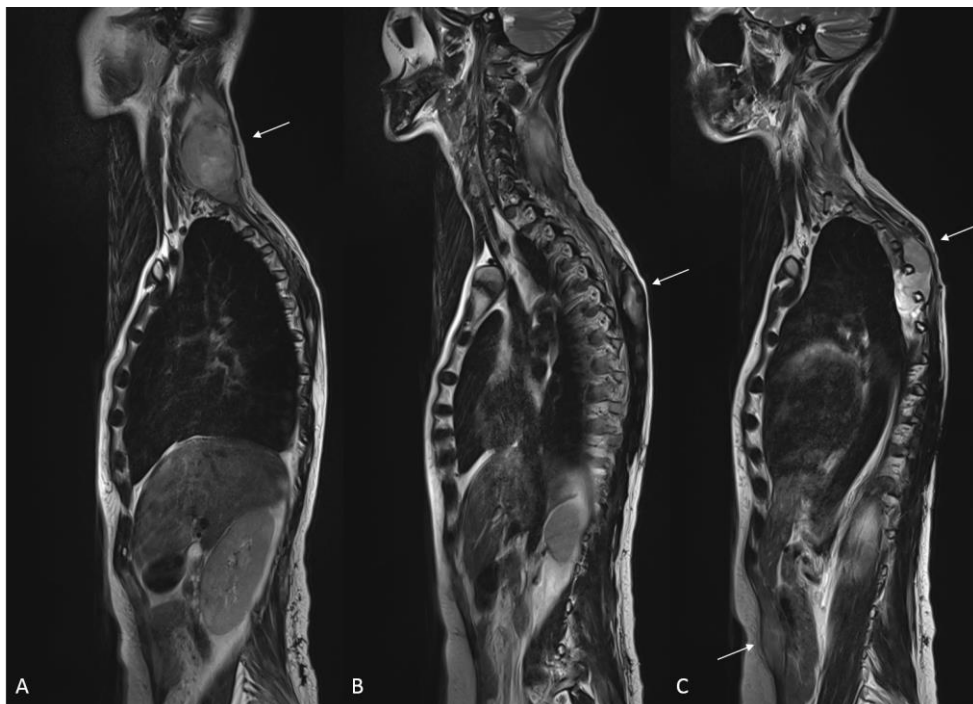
Tumeurs desmoides extraabdominales multifocales (flèches blanches), chez une patiente de 32 ans porteuse d'une PAF. IRM en séquence pondération T2, en coupes sagittales : localisations paravertébrale cervicale (A) et dorsale (B), avec infiltration de l'espace extrapleurale (C), et localisation à la paroi abdominale antérieure (C). Source : radiologie, Institut Bergonié, Bordeaux.
